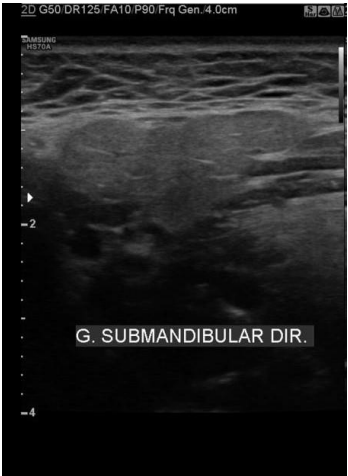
Ultrassonografia das glândulas salivares maiores (GSM) do P6<sup>EENMs</sup>
